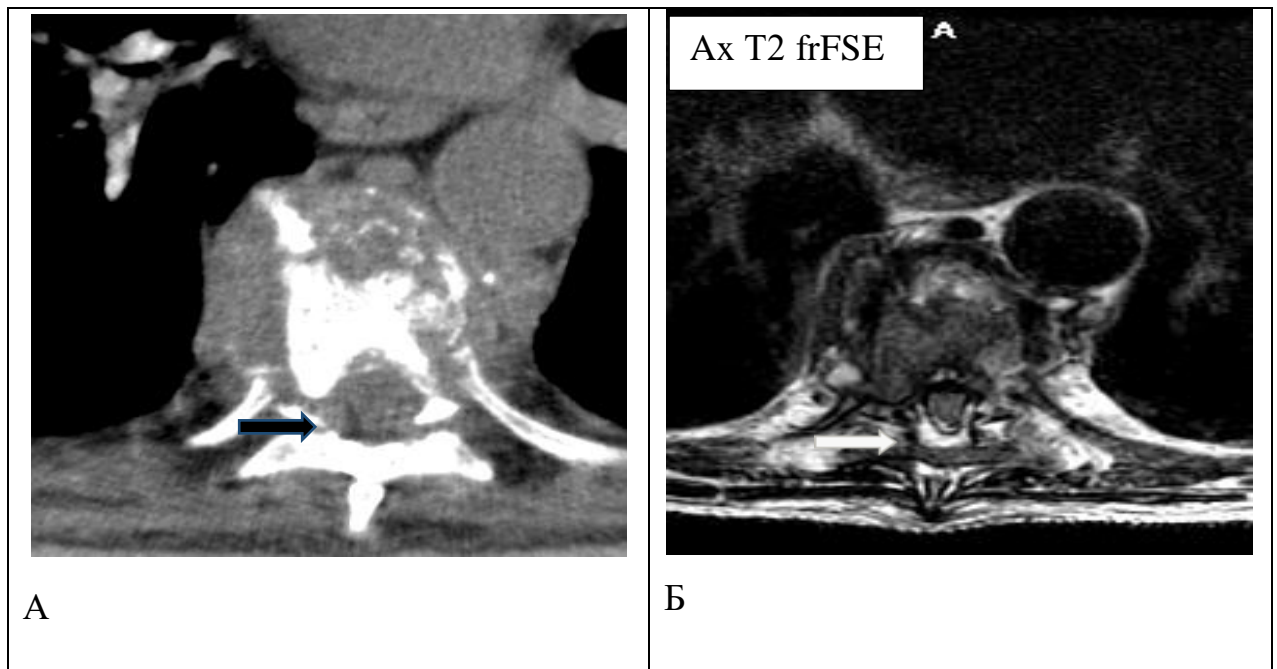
Возможности визуализации признаков компрессии спинного мозга и оболочек, сужения позвоночного канала при проведении МСКТ (А) и МРТ (Б)
